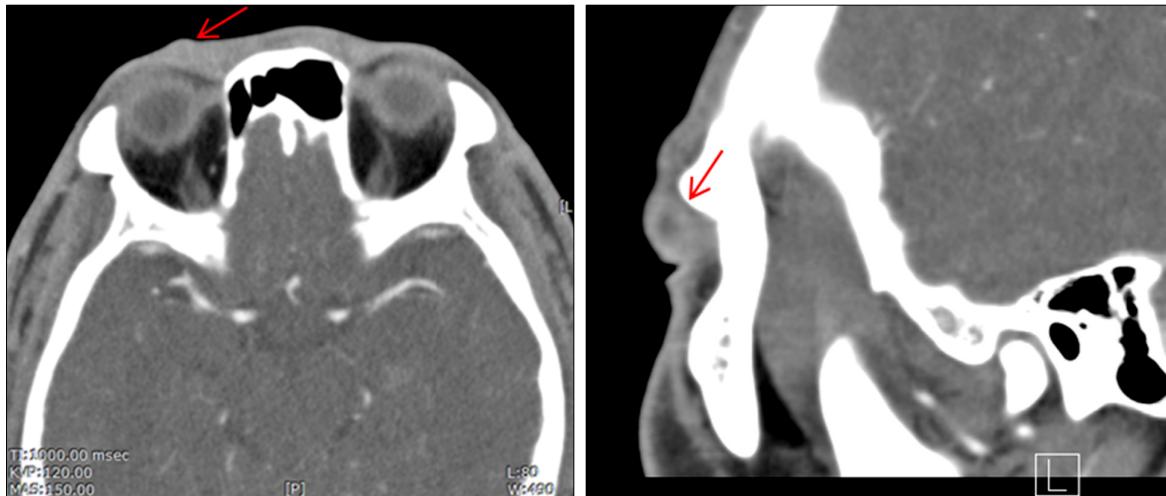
Computed tomography scan showed a hypo-dense, non-enhancing, focal round mass measuring $7.0 \times 9.0 \times 9.5$ mm on the right upper eyelid (arrow).
